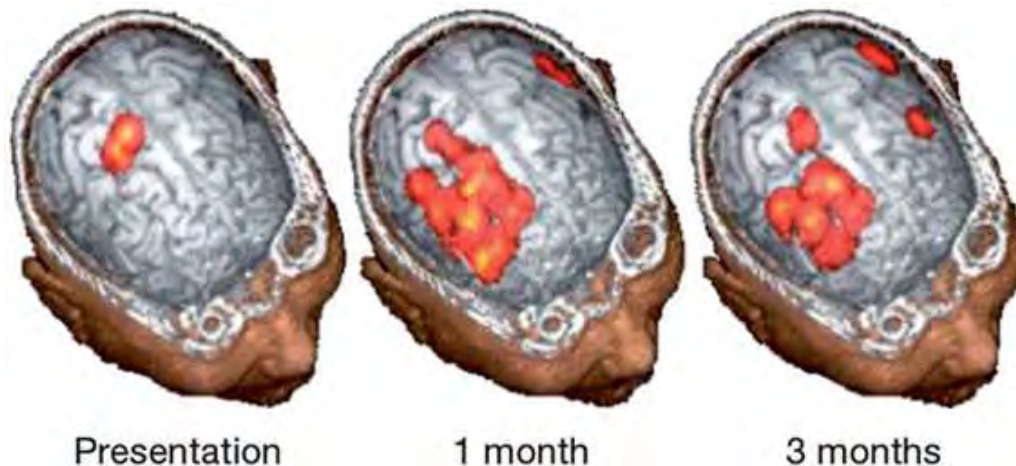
Registro de RMN/TMS (Estimulación magnética transcraneal) se muestra un paciente con ictus cortical en hemisferio izquierdo con DO al ingreso y recuperada en un mes. Se evidencia que después el ictus la representación cortical faríngea se expande anterolateralmente en el hemisferio contra lateral no afectado por el ictus. Fuente: Estudio realizado por Hamdy *et al*. ¹⁰⁷
